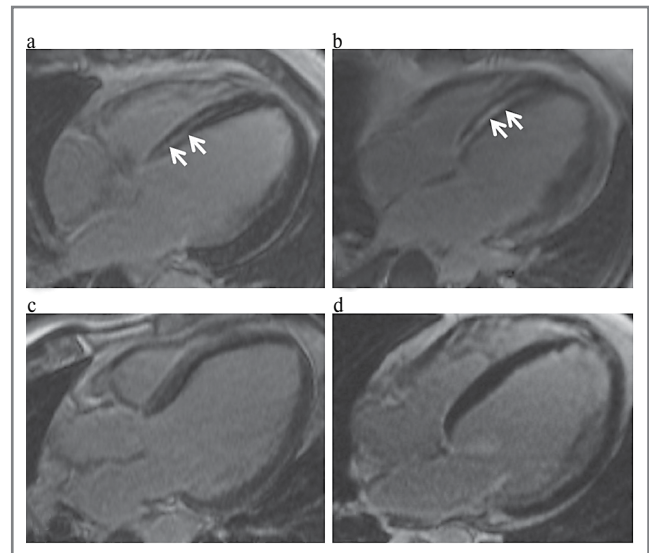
Изображения МРТ с ОК, 4-камерная длинная ось ЛЖ: a, c – пациенты 1-й группы (ДКМП с БЛНПГ); b, d – пациенты 2-й группы (ДКМП без БЛНПГ); a, b – отмечается однотипное очаговое накопление контрастного препарата по типу «стрии» в МЖП (указано стрелками); c, d – пациенты без признаков очагового накопления контрастного препарата в миокарде.
